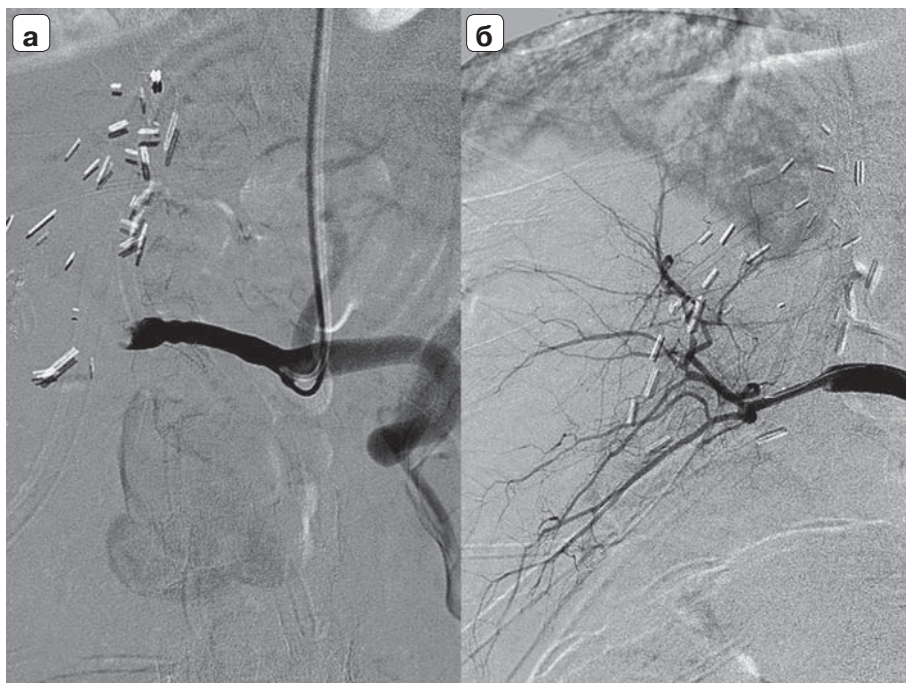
Ангиограмма. Тромбоз артерии трансплантата у реципиента правой доли: а — этап диагностики; б — артериальная перфузия восстановлена.
